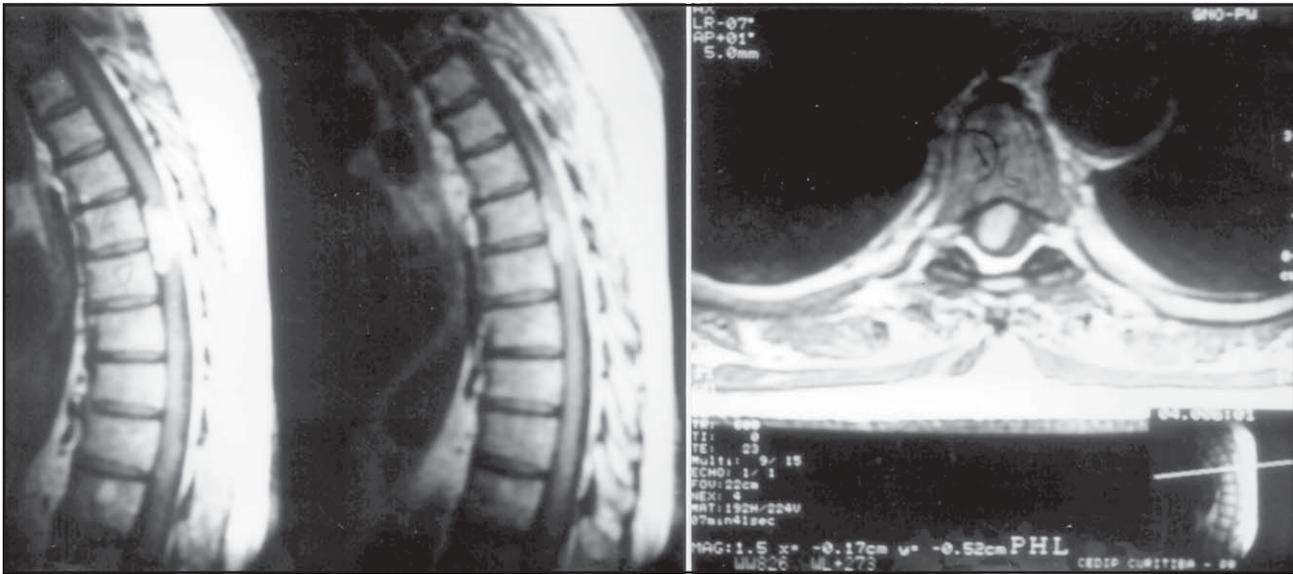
Imagens de ressonância magnética ponderadas em T1 mostrando lesão com captação homogênea de contraste localizada no segmento torácico e no espaço intradural extramedular causando importante efeito de compressão sobre a medula espinhal representada em cortes sagitais (A) e em corte axial (B).
